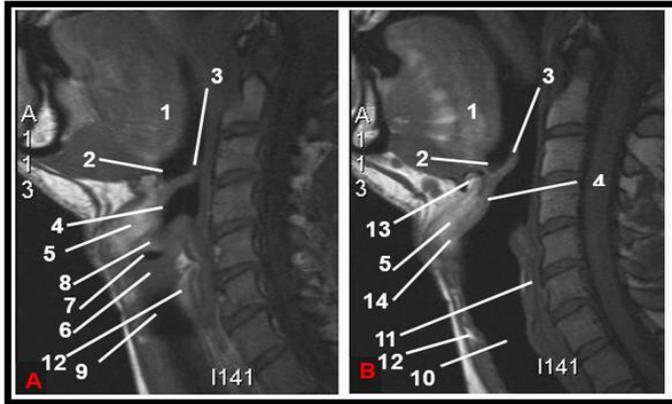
Coupes sagittales pondérées T1 (A : coupe paramédiane droite ; B : coupe médiane), IRM 1.5T (40,41).
